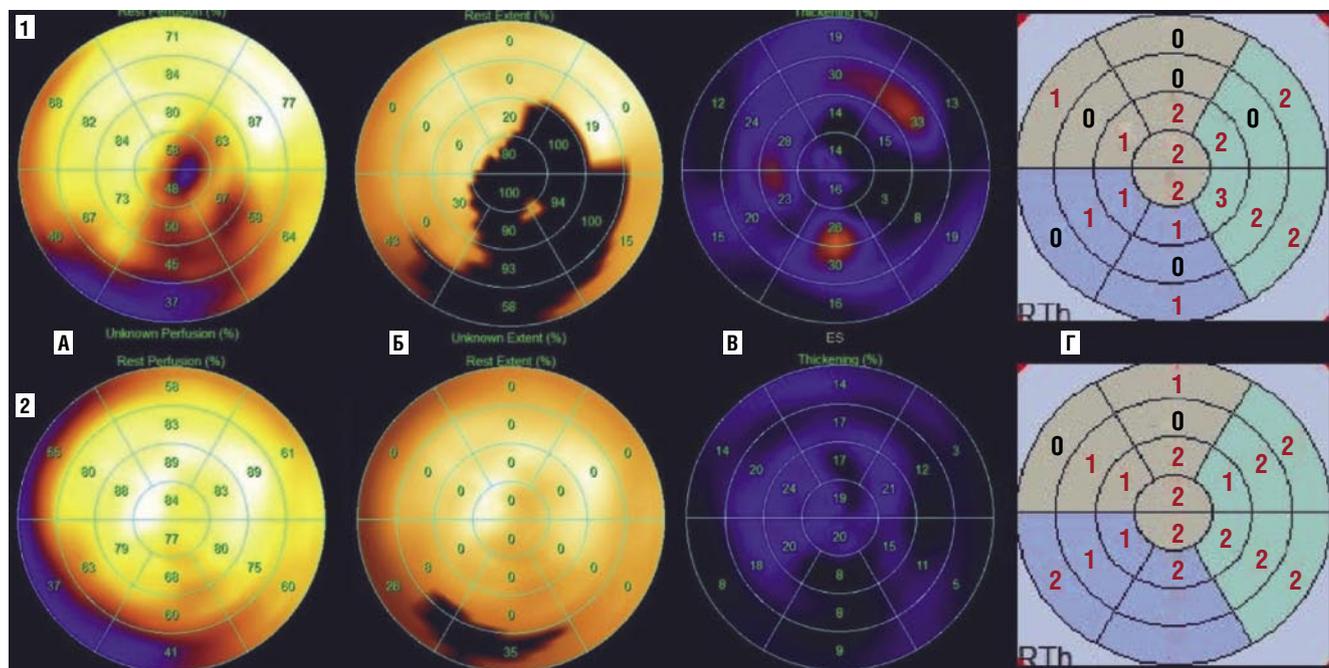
Сопоставление перфузии и функции миокарда ЛЖ. 1 — до операции; 2 — после операции; А — показатели сегментарного накопления РФП; Б — гипоперфузируемая зона (дефект перфузии в покое); В — показатели регионарного систолического утолщения миокарда; Г — полуколичественный анализ регионарного систолического утолщения миокарда с использованием балльной системы.
